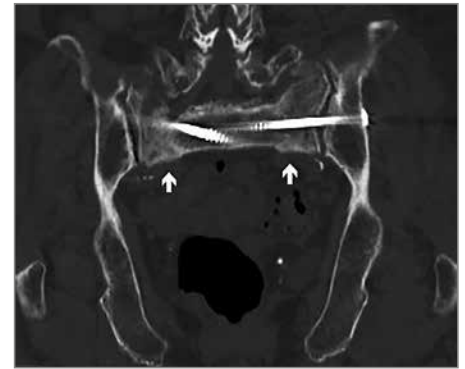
Verlaufskontrolle 3 Monate post Op: Patientin mit Rollator problemlos selbstständig mobil (anamnestisch seit mehreren Wochen Mobilität wie vor Trauma), keine nennenswerten Restbeschwerden, Patientin sehr zufrieden. CT-Verlaufskontrolle: reizlose Schraubenlage, Frakturen kallös überbrückt
